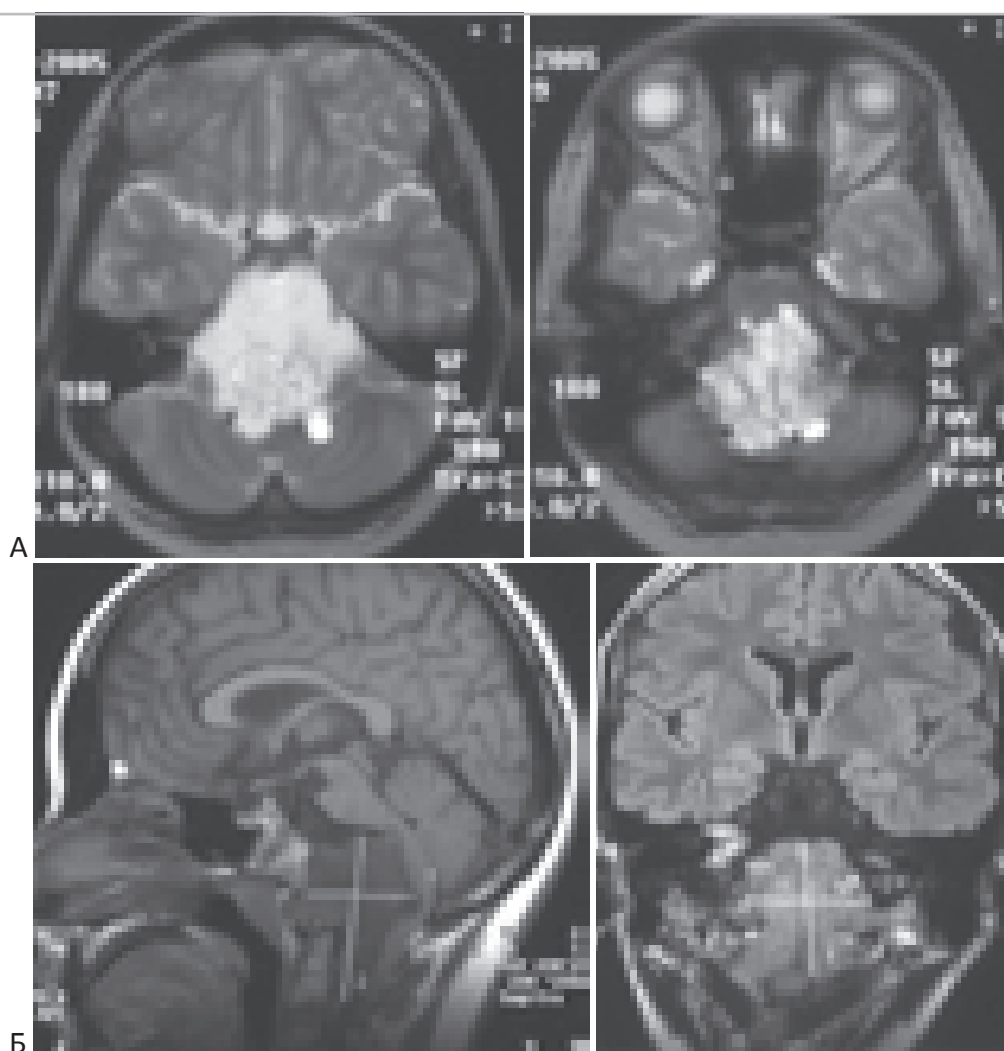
МРТ с хордовой краниовертебральной локализации с выраженным интракраниальным ростом в заднюю черепную ямку. Больная Т-о 13 лет. “А” – T2-взвешенные МРТ в аксиальной проекции. Позвоночные артерии интимно прилежат к опухоли. В структуре опухоли большое количество соединительнотканых перегородок. “Б” – T1-взвешенные МРТ в аксиальной и фронтальной проекции. Выраженная компрессия ствола мозга.
